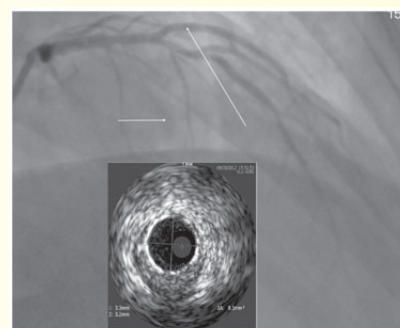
Obraz lewej tętnicy wieńcowej z obrazem ultrasonografii wewnątrzwieńcowej (ICUS). W proksymalnym odcinku gałęzi przedniej zstępującej minimalne pole światła naczynia (MLCSA) 3,1 mm². W odcinku środkowym pomiędzy gałęziami diagonalnymi MLCSA około 2,9 mm²
